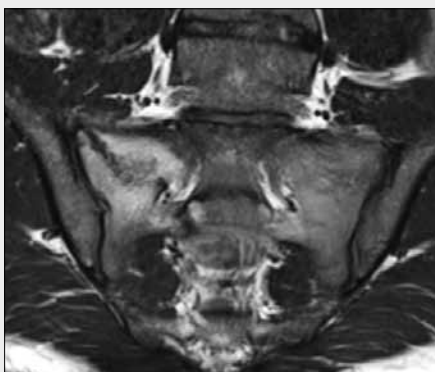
Pacient s artrózou. A – T2W tuková přestavba kostní dřevě; B – T2 TIRM malý edém (z přetížení); C – T1W sklerotizace; D – CT vyšetření okrajové osteofyty, chybí nerovnosti kloubních ploch a kostní můstky
